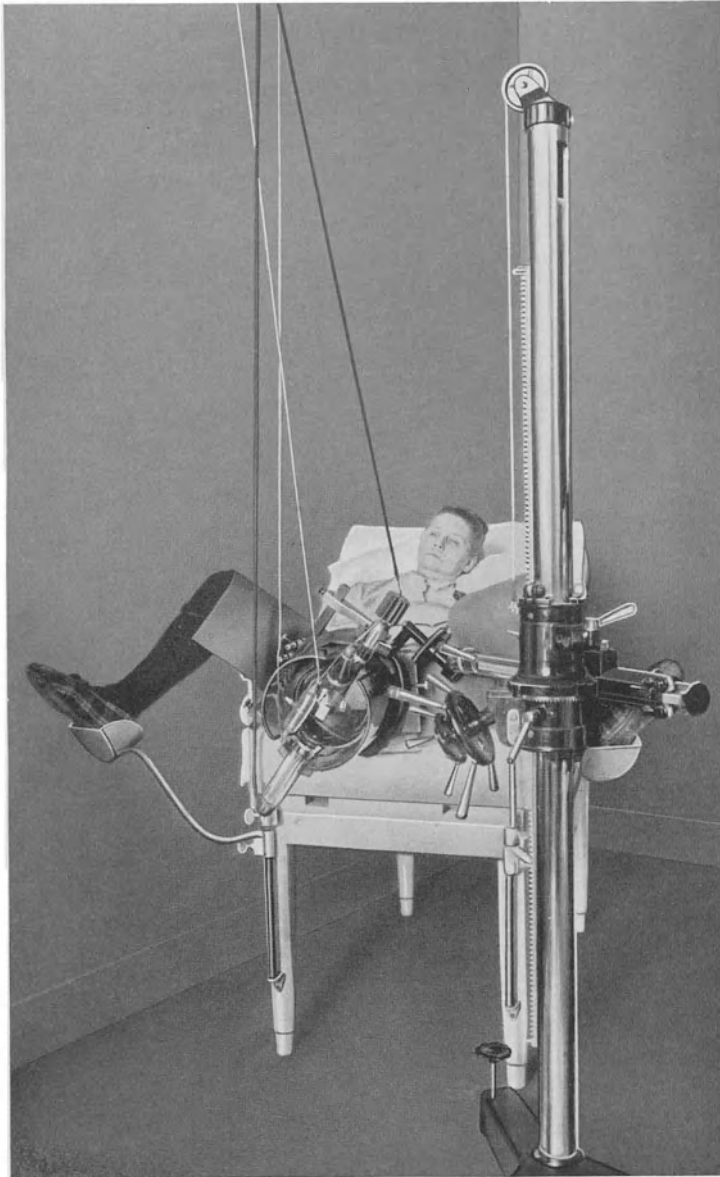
Typische vaginale Röntgenbestrahlung.
